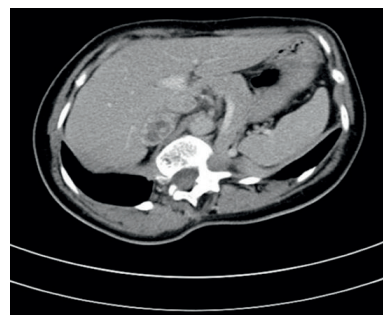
Selected CT images of the adrenal lesions*
